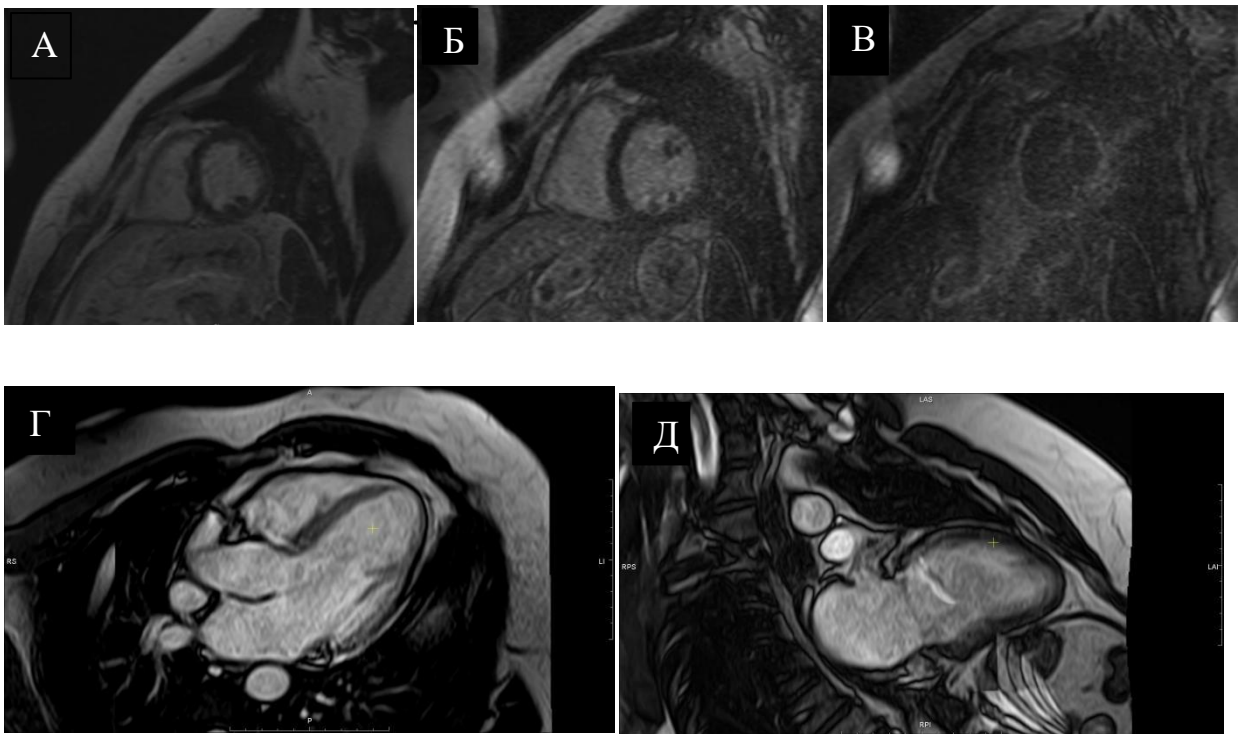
Магнитно-резонансная томография сердца с остроченным контрастированием гадолинием по короткой оси (А, Б, В), горизонтальной длинной оси (Г) и вертикальной длинной оси (Д), показывающая нормальный миокард без признаков структурного повреждения
